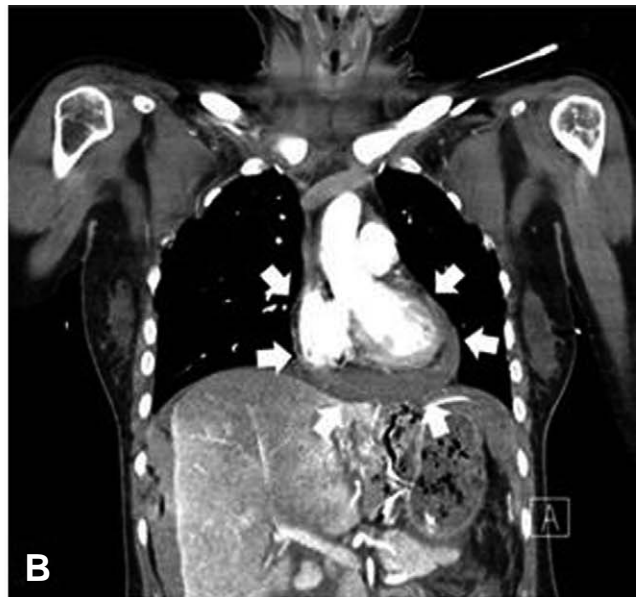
Follow-up chest computed tomographic scan shows pericardial effusion (white arrows). (A) Transverse view (B) Coronal view.
